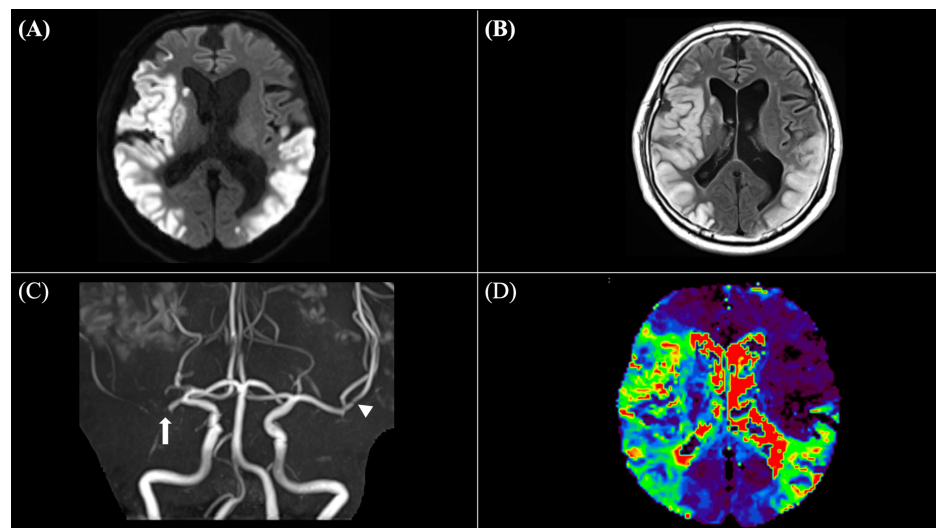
Follow-up MRI findings on hospital day 2
